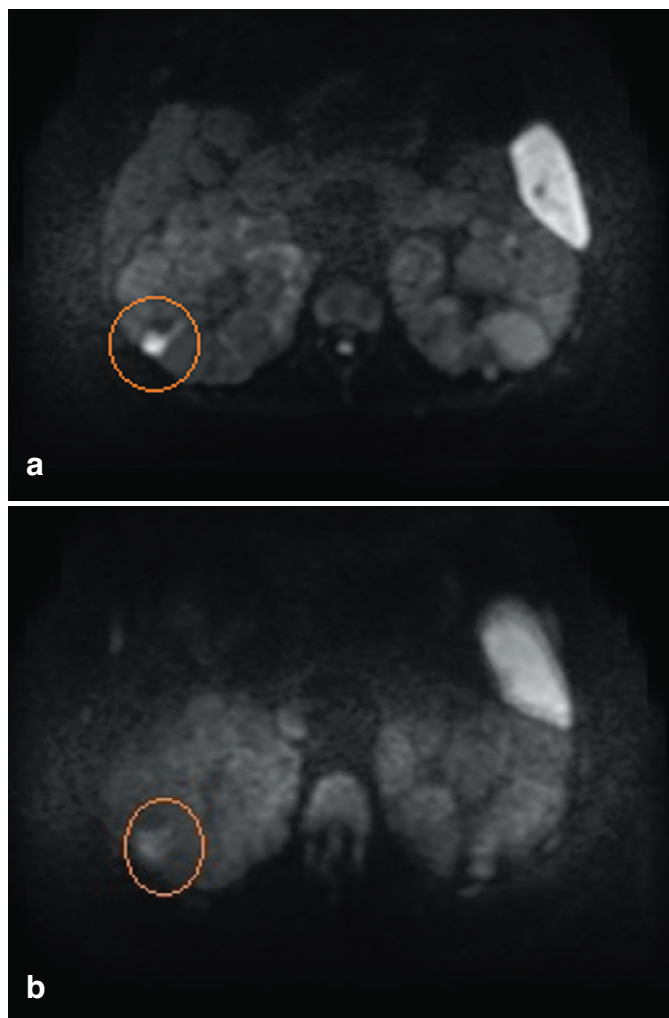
МРТ-ДВИ правой почки до и через 3 месяца наблюдения. а - в правой почке единичная, мелкая киста с признаками воспаления, б - спустя 3 мес, воспалительные изменения в кисте не отмечаются
